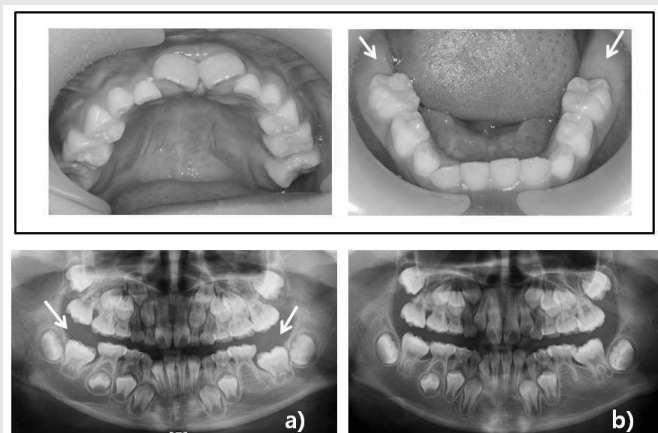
a) 9세 남아의 임상 및 방사선사진으로 상악 제1대구치는 맹출 되었으나 하악 제1대구치는 맹출 되지 않았다. 그러나 방사선상 제1대구치의 치근발육이 1/2정도 형성된 치아로서 치근형성에 따른 맹출 가능성이 있다. b) 1년 경과된 10세에 하악 제1대구치의 맹출이 관찰된다.
